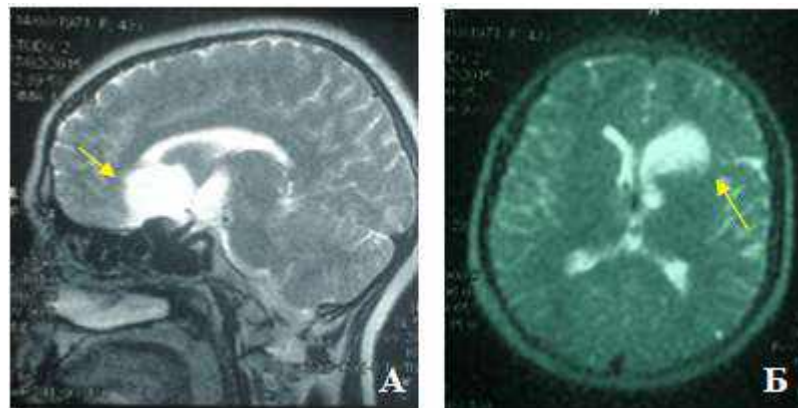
Спостереження №38. Пацієнтка С-ук, 43 років, історія хвороби №150978. МРТ головного мозку. Жовтими стрілками позначено об'ємне утворення. А — МРТ зображення в сагітальній площині. Б — МРТ зображення в аксіальній площині
